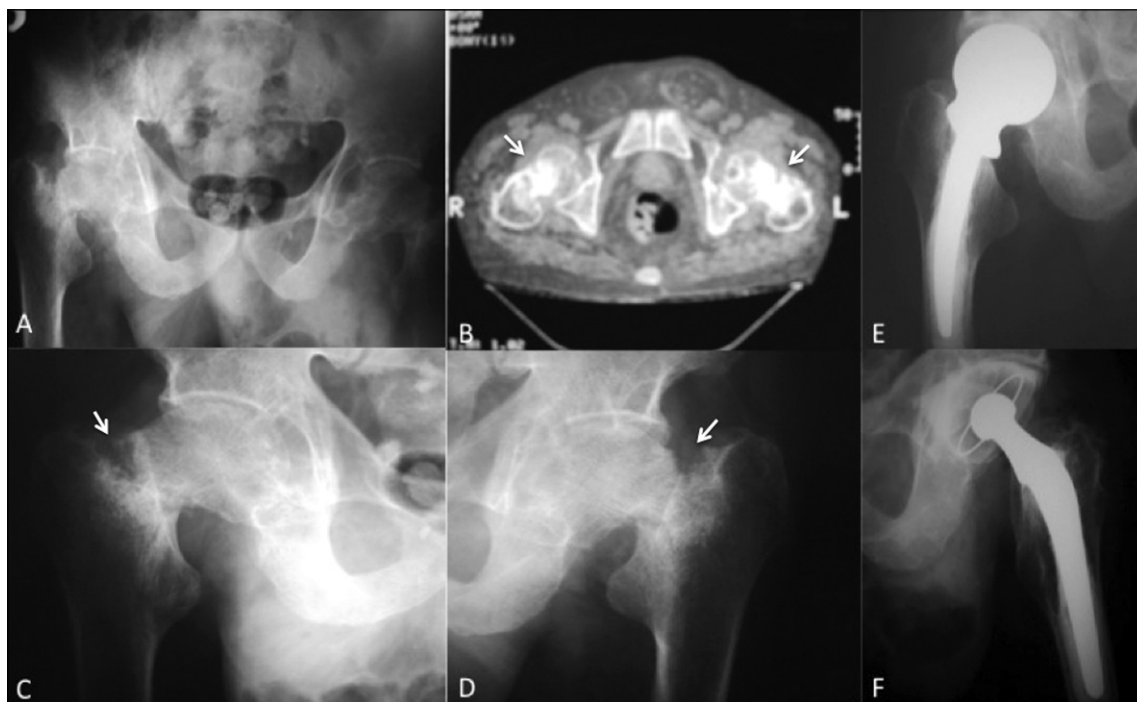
Paciente de 77 años, portador de IRCT secundaria a uropatía obstructiva con 10 años de hemodiálisis y diagnóstico de hiperparatiroidismo secundario y osteodistrofia renal. El paciente presentó cuadro de dolor inguinal bilateral y en dos meses pierde la capacidad de marcha por dolor. A, C y D: Rx de pelvis antero-posterior y de caderas: se observan imágenes osteolíticas de la zona superior de ambos cuellos femorales asociados a fracturas; B: corte axial de TAC se observa fractura en ambos cuellos femorales; E: Rx cadera derecha artroplastía parcial; F: Rx cadera izquierda artroplastía total realizada 20 días después de la primera cirugía (diferentes cirujanos). El paciente no tuvo complicaciones post operatorias. La biopsia de los cuellos femorales sólo demostró tejido fibroso.
